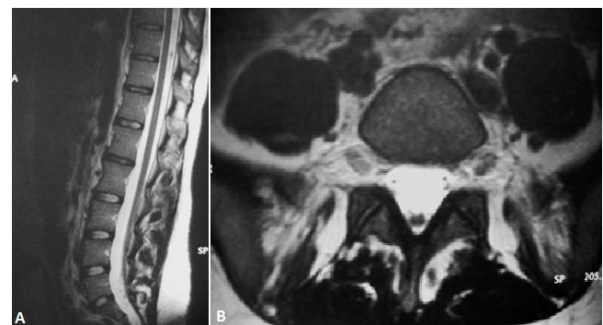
IRM lombaire en coupe sagittale (A) note une moelle bas insérée et la coupe axiale à l'étage L5-S1; (B) démontre un cordon médullaire de situation postérieure sans lésion osseuse ni des parties molles para rachidienne
